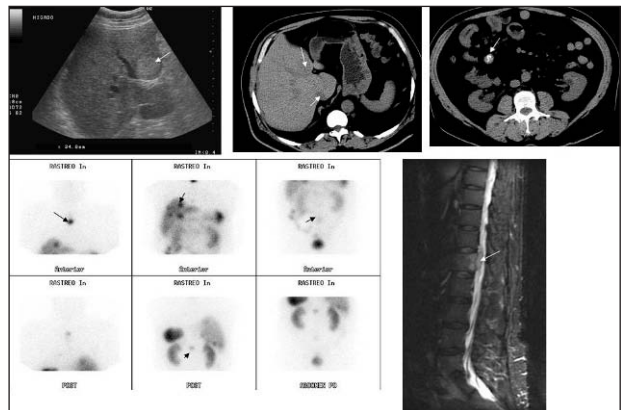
Varón de 53 años que acude a urgencias por dolor abdominal y diarrea. En la ecografía hepática se observa una lesión ocupante de espacio. En la tomografía computarizada sin contraste se observan lesiones hepáticas de baja atenuación e imagen abdominal sugestiva de tumor carcinoide. La gammagrafía de receptores de somatostatina muestra múltiples lesiones hepáticas, captación por el tumor primario, en región esternal y lumbar. La resonancia magnética demostró la afectación lumbar.
